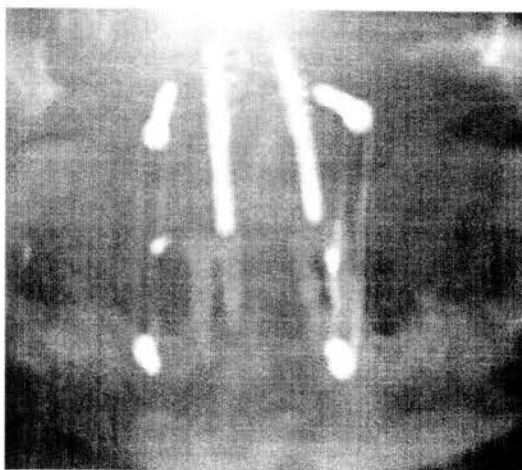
Ortopantomograma de control.
